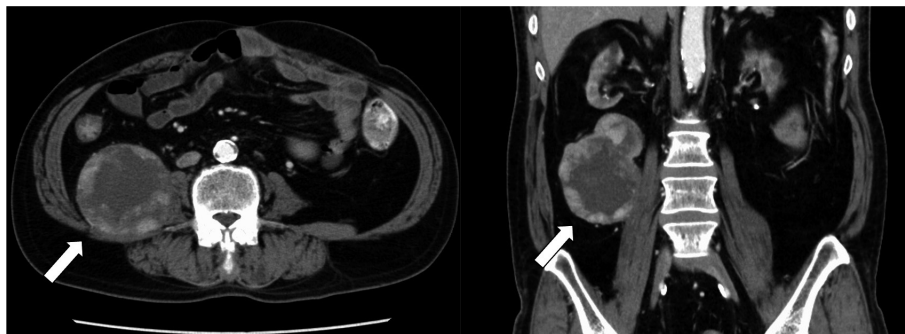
Abdominal computed tomography scan shows a $7 \times 7 \times 10$ cm mass nonhomogeneous enhancement within the right retroperitoneum.
